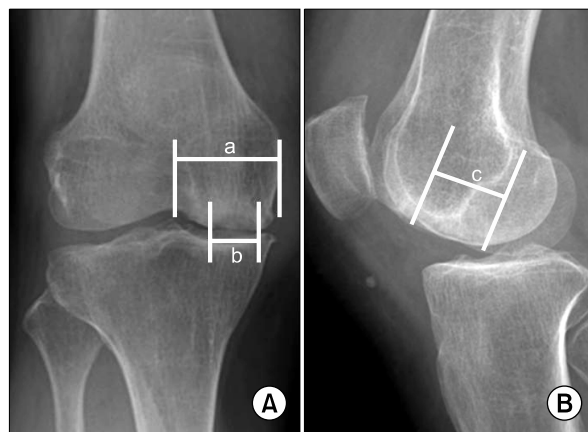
The condylar ratio and the size of the necrotic lesion can be measured on the AP and lateral radiographs. (A) The condylar ratio= $b/a \times 100$  (%) and (B) the size of the necrotic lesion= $b \times c$  ( $\text{cm}^2$ ).
